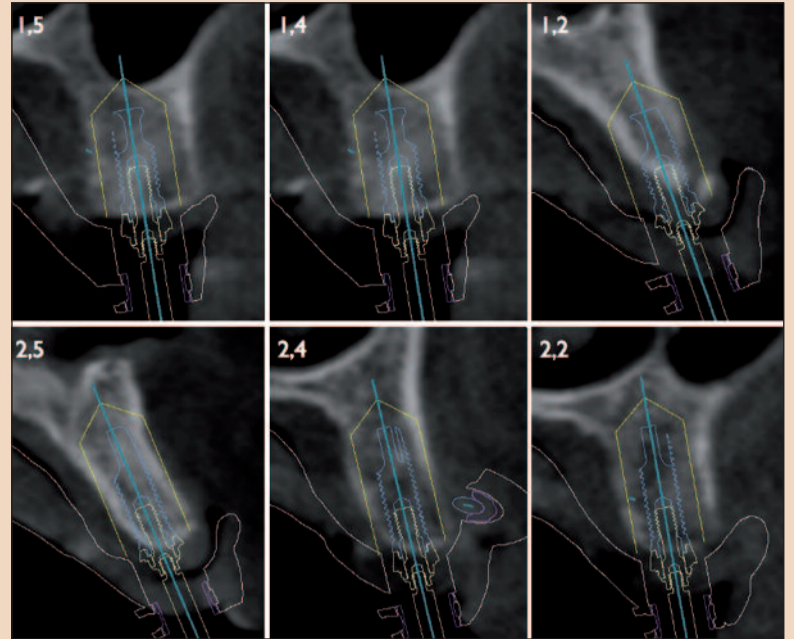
Программа для виртуального моделирования установки имплантатов Nobel Clinician. Обратите внимание на размещение имплантатов в соответствии с рентгенологическим шаблоном.
